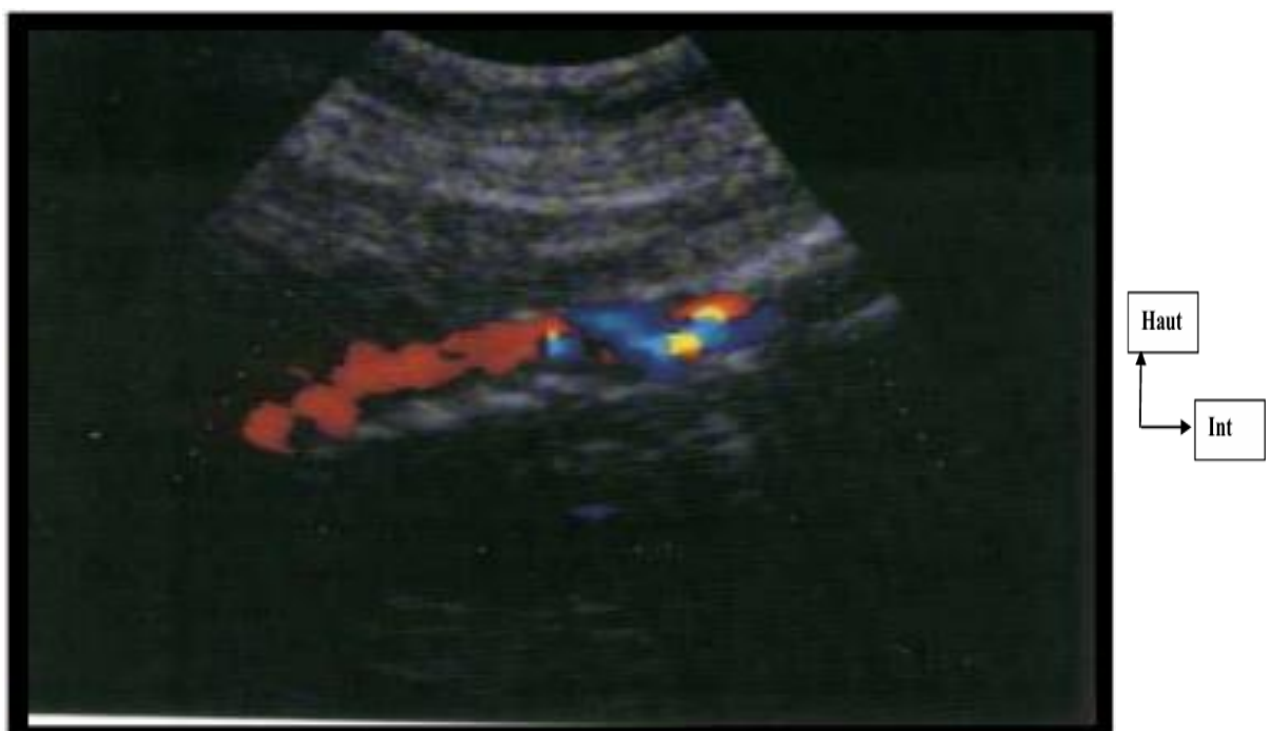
Echo doppler de l'artère pédieuse gauche montrant une plaque d'athérome responsable d'une sténose serrée, associée à une calcification du média[30].
